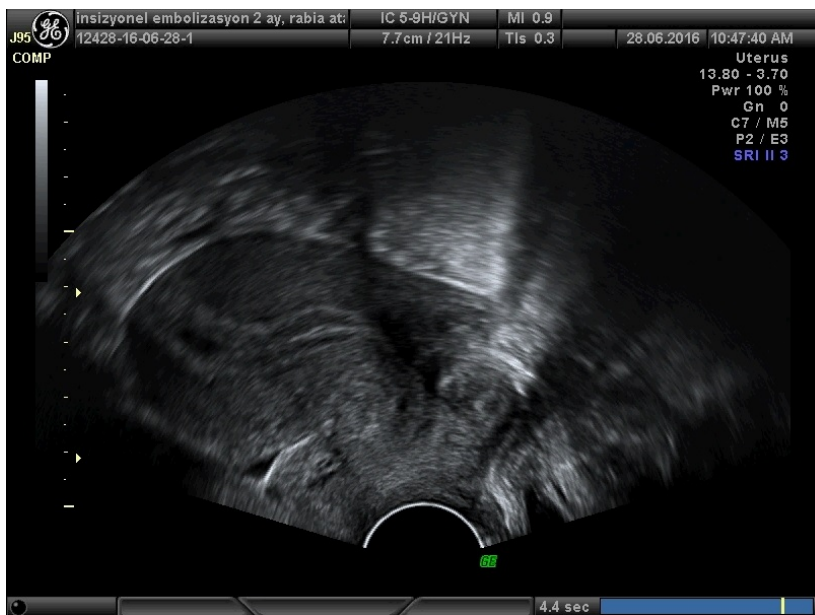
Post-embolisation ultrasound examination.
